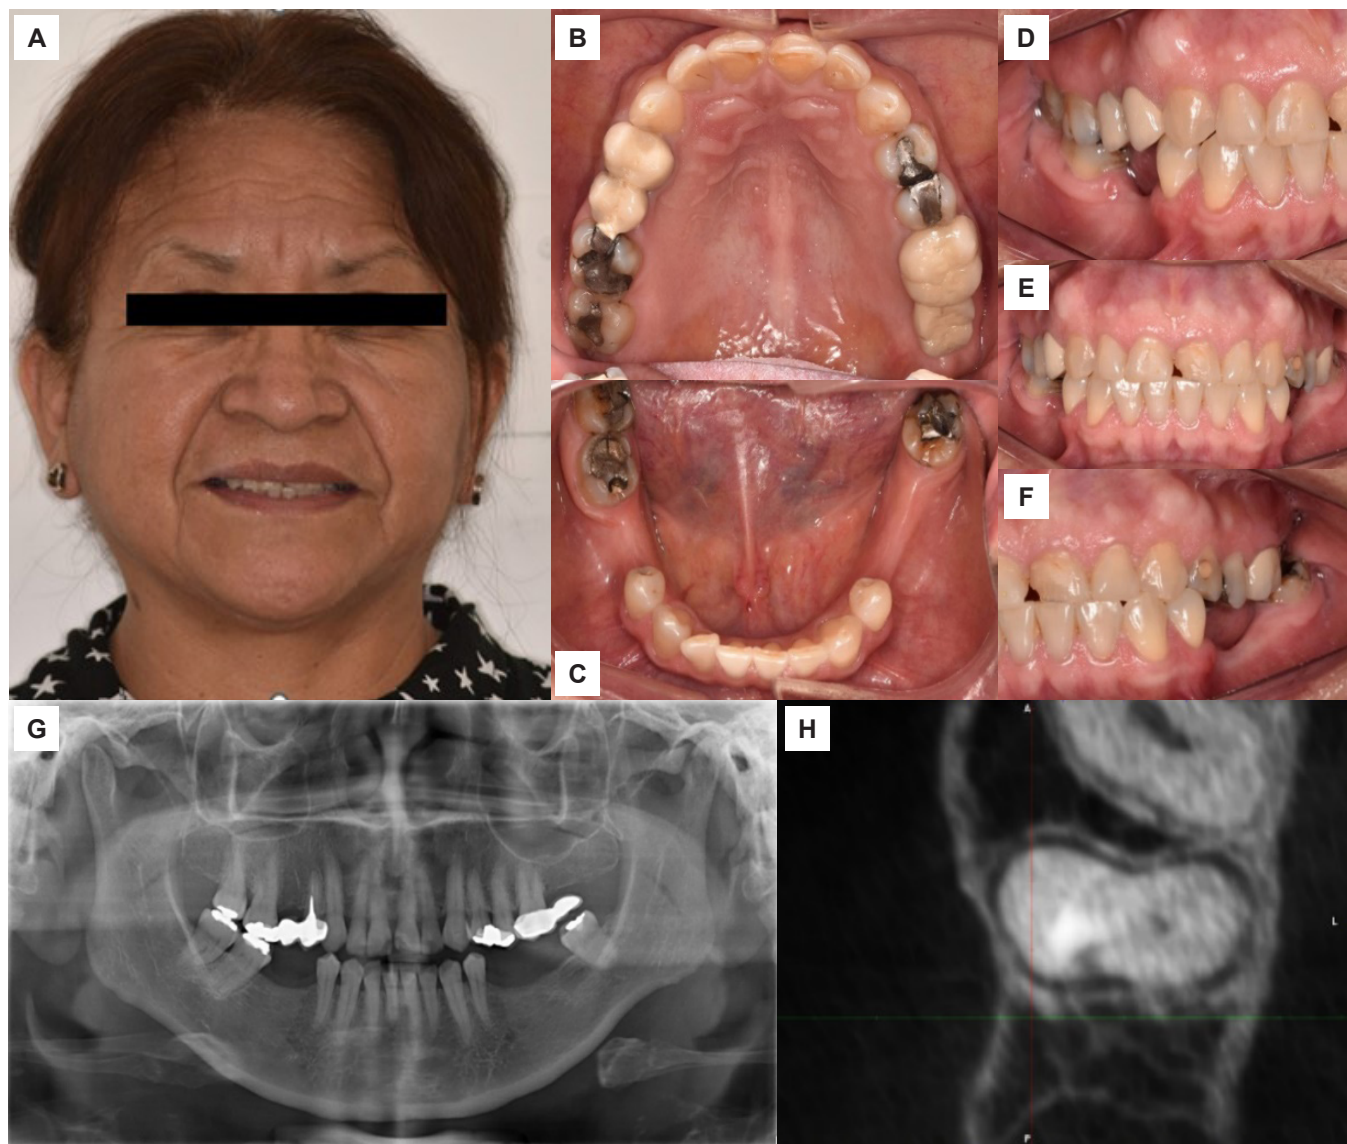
Fotografías y exámenes auxiliares. A) Imagen extraoral. B) Vista oclusal del maxilar superior. C) Vista oclusal del maxilar inferior. D) Vista lateral derecha. E) Vista en máxima intercuspidad. F) Vista lateral izquierda. G) Radiografía panorámica. H) Tomografía de la pieza 14 (vista coronal).
